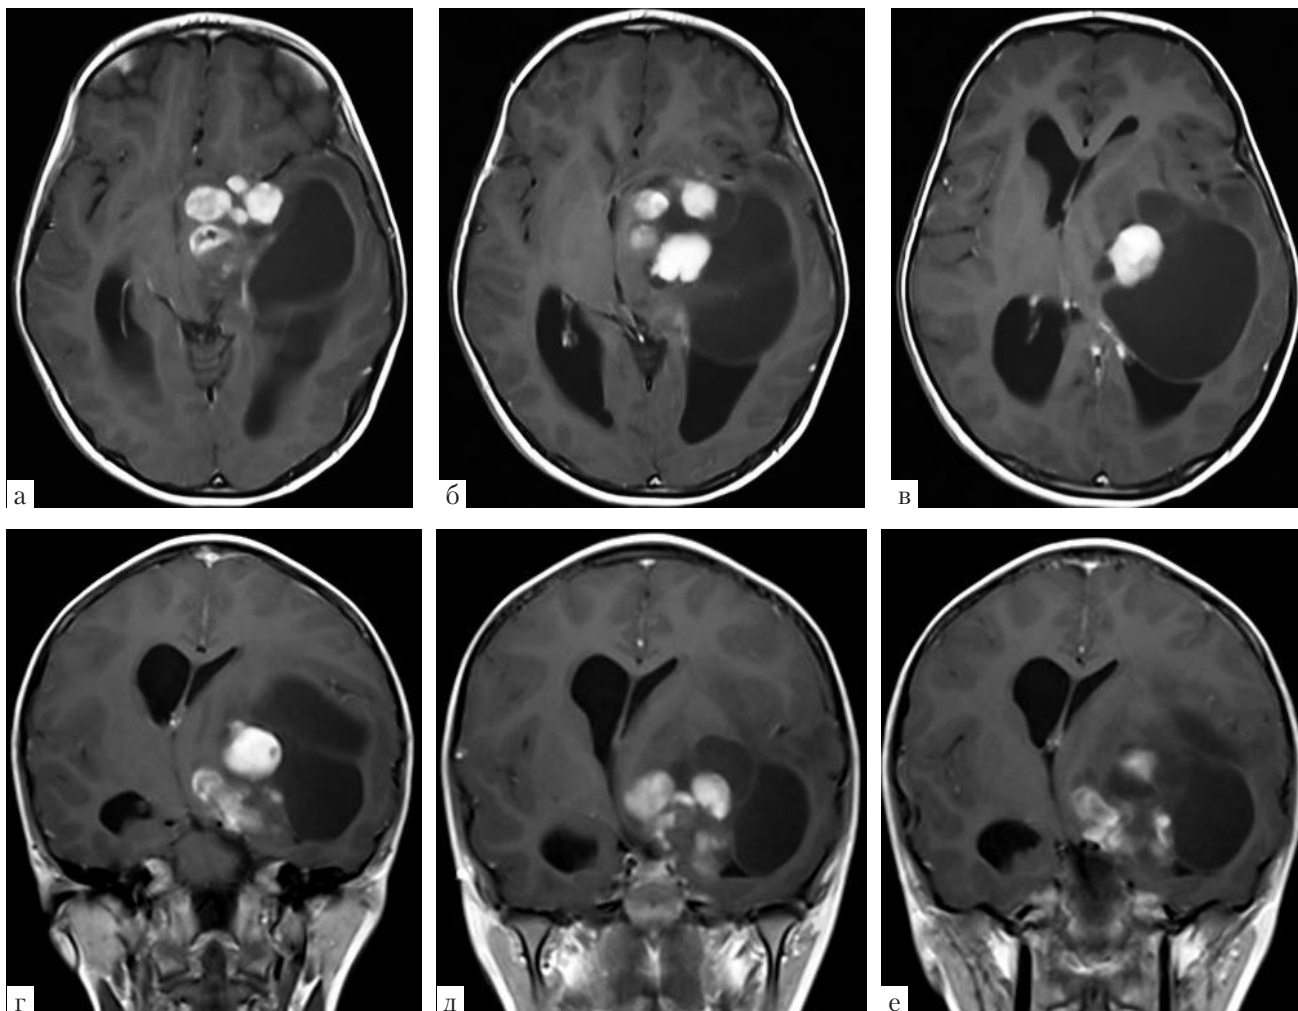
МРТ в режиме T1 с контрастным усилением в аксиальной (а, б, в) и фронтальной (г, д, е) проекциях. Опухоль имеет гетерогенную структуру, содержит несколько крупных кист. Сплошной компонент опухоли расположен в проекции подкорковых узлов слева, гетерогенно накапливает контрастное вещество, грубо деформирует ствол мозга, внутреннюю капсулу, височную долю
